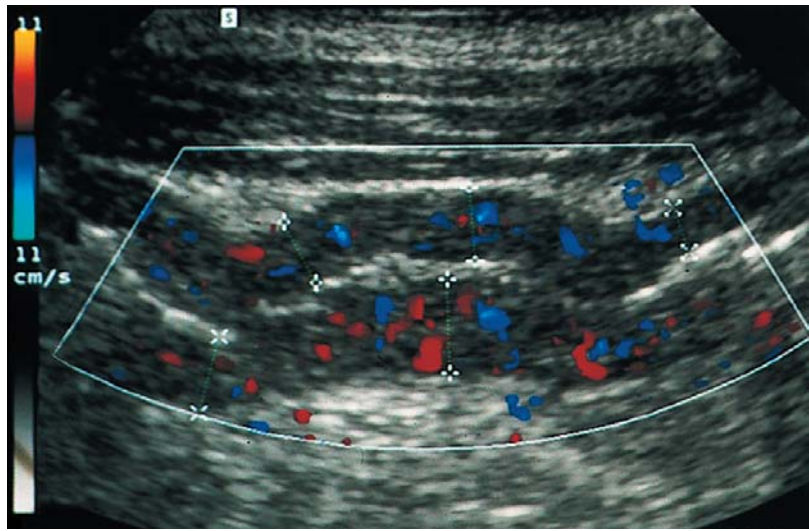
Schmerzen im Mittelbauch bei Morbus Crohn. Echoarme Wandverdickung im Bereich der letzten Ileumschlinge mit deutlich vermehrter Durchblutung als Ausdruck der starken Wandentzündung (Bild aus dem Kapitel Akutes Abdomen, G. von Klinggräff, in Klinische Sonographie und sonographische Differenzialdiagnose. Hrsg. K. Seitz et al. Georg Thieme Verlag KG 2008).
